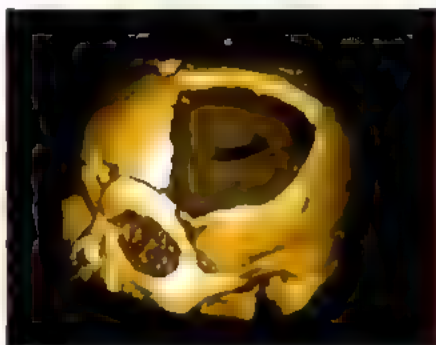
Дефект черепа у больного с ЧМТ (трехмерная КТ-реконструкция)
